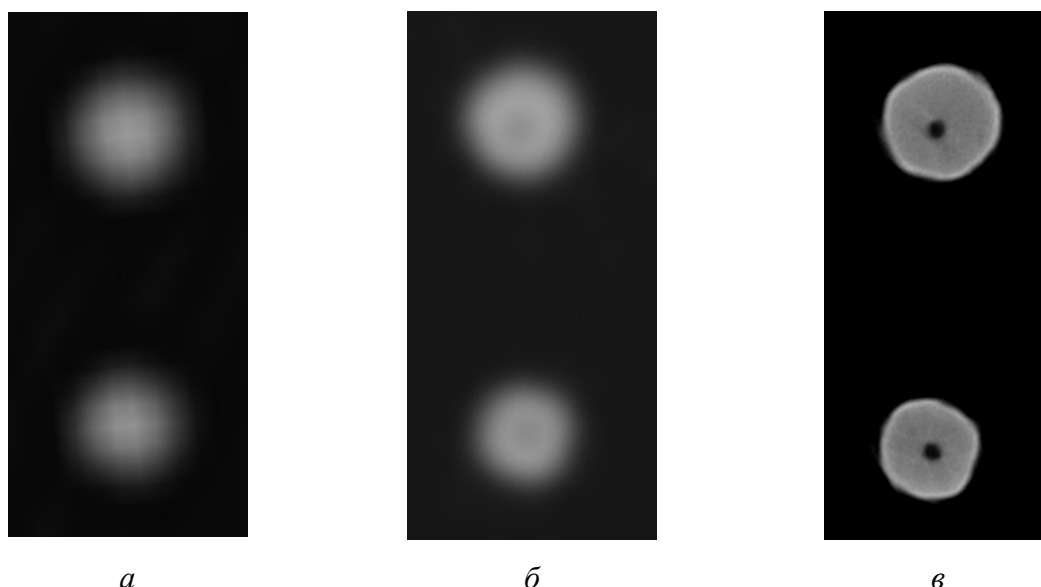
Изображения апикальной части корней удаленного зуба в аксиальной плоскости: *а* – МСК-томограмма. Корневые каналы не определяются; *б* – КЛКТ-томограмма. Каналы имеют нечеткие очертания; *в* – микроКЛКТ-томограмма. Очертания каналов четкие
